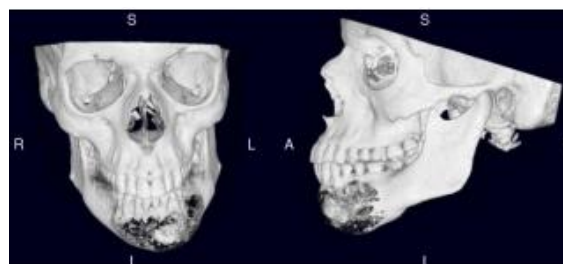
Reconstrução 3D feita a partir da tomografia computadorizada.
